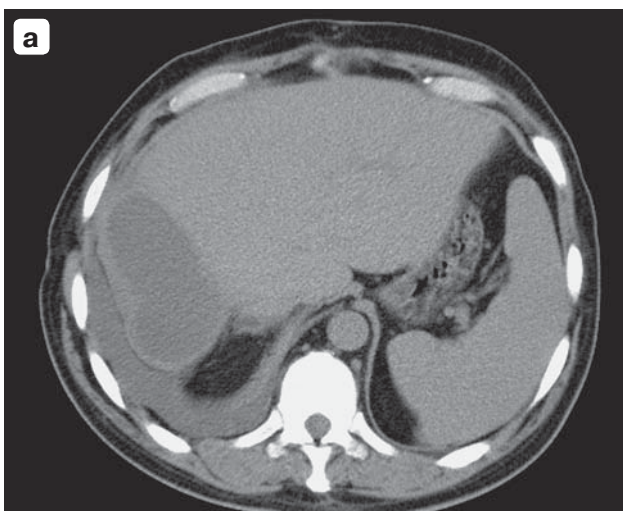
Компьютерная томограмма. Скопление жидкости в области правой доли печени: а — через 1 мес после операции; б — через 3 мес после операции.
